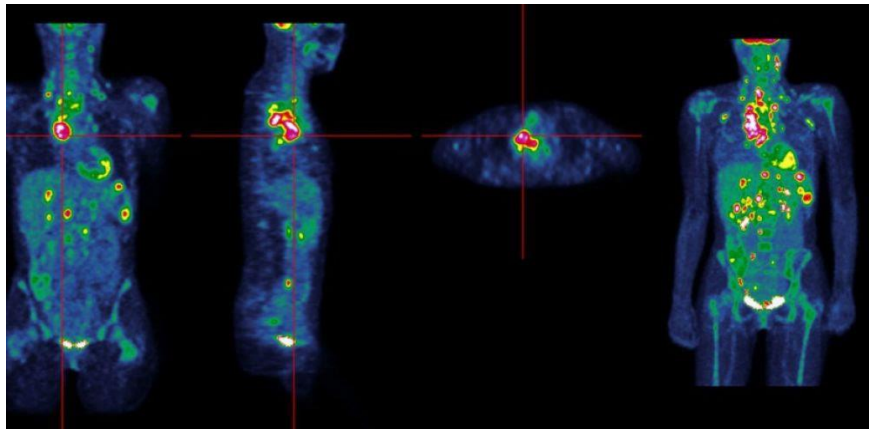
Visualisation d'un lymphome de hodgkin métastasé réalisée par PET Scan (CHU de Lille)
